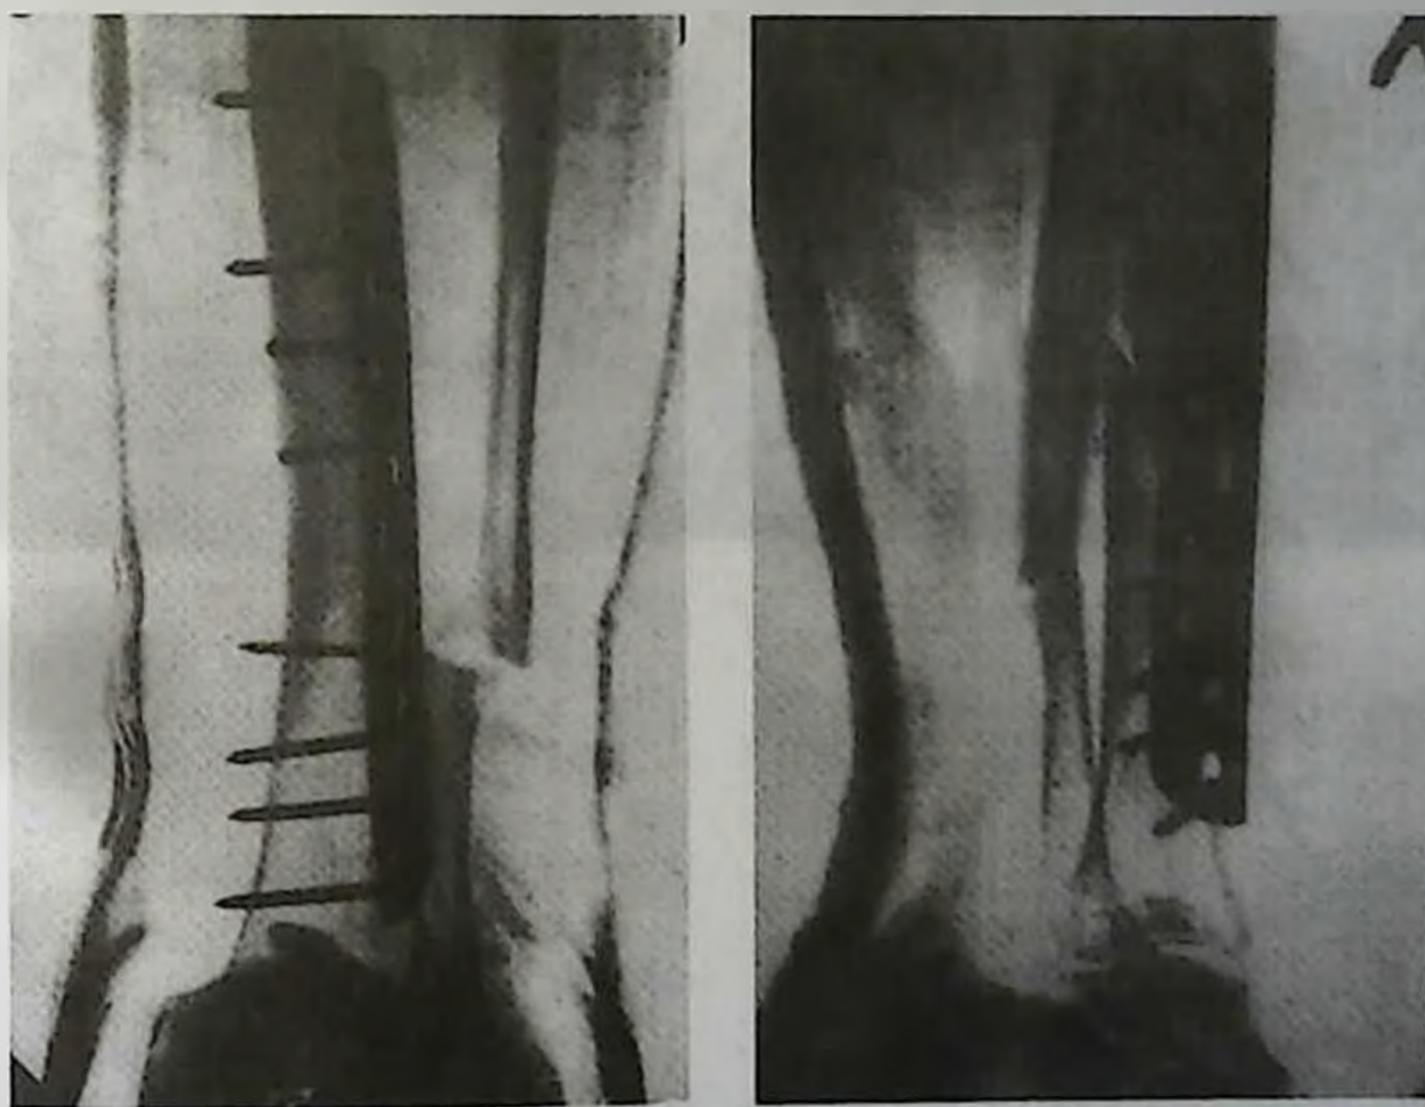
Послеоперационный остеомиелит левой большеберцовой кости после закрытого перелома костей голени. Причина — неоправданная смена способов лечения — скелетного вытяжения, чрезкостного остеосинтеза с пластинами АО, что и представлено на фоторентгенограмме.
